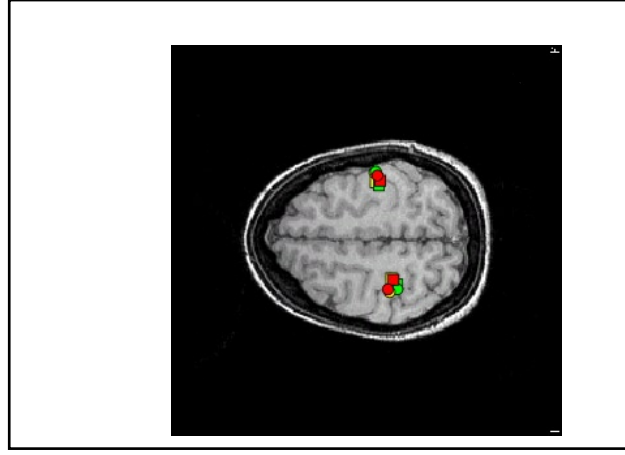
Das Schädel-MRT derselben Probandin wie in Abb. 18 im Coronschnitt (■ Ruhe, ■ „konstant“, ■ „variabel“, O Daumen, □ Ringfinger).
